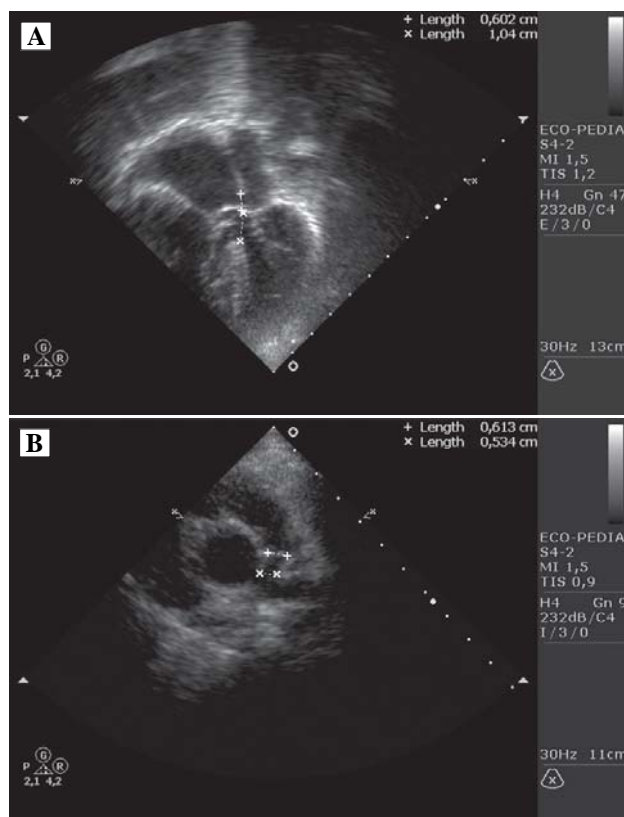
A: Ecocardiograma em corte apical quatro câmaras em sístole evidenciando dilatação das cavidades direitas com hipertrofia do VD e os diâmetros da CIA *ostium primum* (+) de 6 mm e da CIV (X) de 10 mm. B: Ecocardiograma em corte paraesternal eixo curto ao nível dos vasos da base demonstrando dilatação discreta da Ao ascendente e estenose do TP com seus diâmetros no segmento médio (+) e distal (X) de 6,1 e 5,3 mm respectivamente. AE: átrio esquerdo, AD: átrio direito, VE: ventrículo esquerdo, VD: ventrículo direito, Ao: aorta, TP: tronco pulmonar, CIA: comunicação interatrial, CIV: comunicação interventricular
